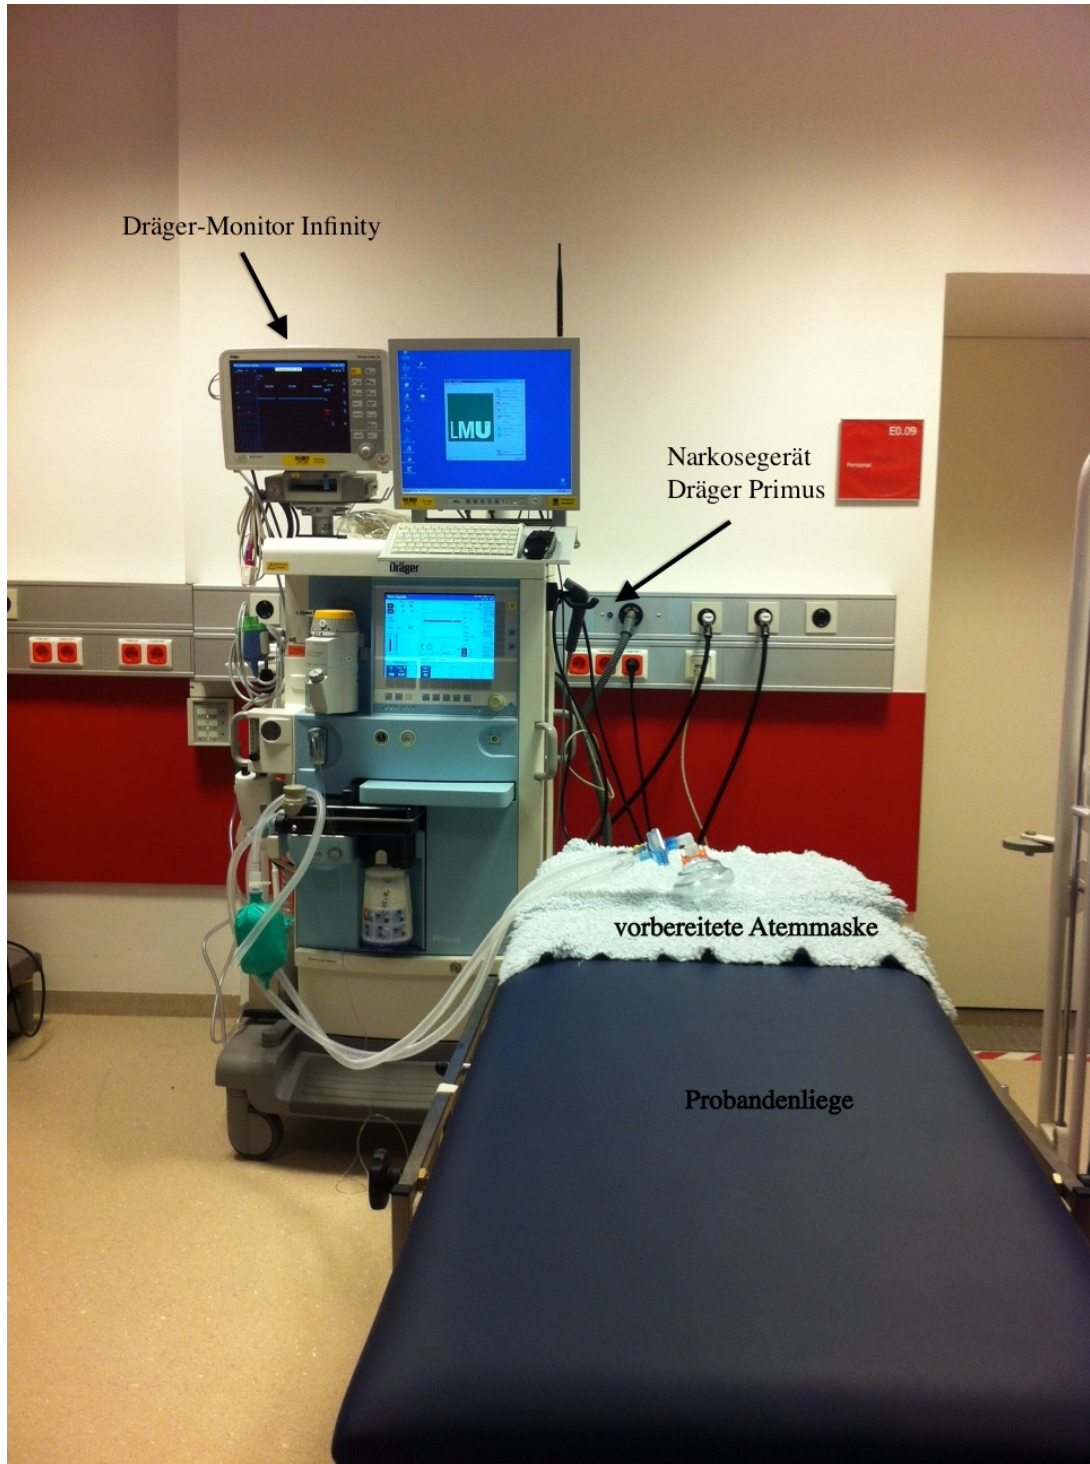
Messplatzaufbau im Vorbereitungsraum des MRT mit Beatmungsmaske
